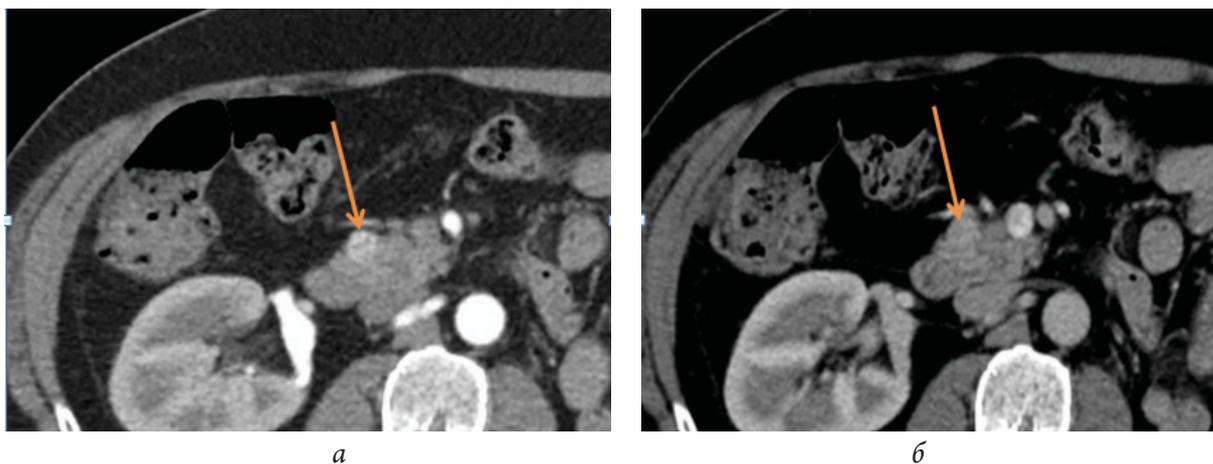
Патологическое образование в поджелудочной железе по данным КТ-томограммы с внутривенным контрастным усилением: *a* – артериальная фаза, *б* – венозная фаза. Определяется гиперваскулярное мягкотканное образование (показано стрелками)
